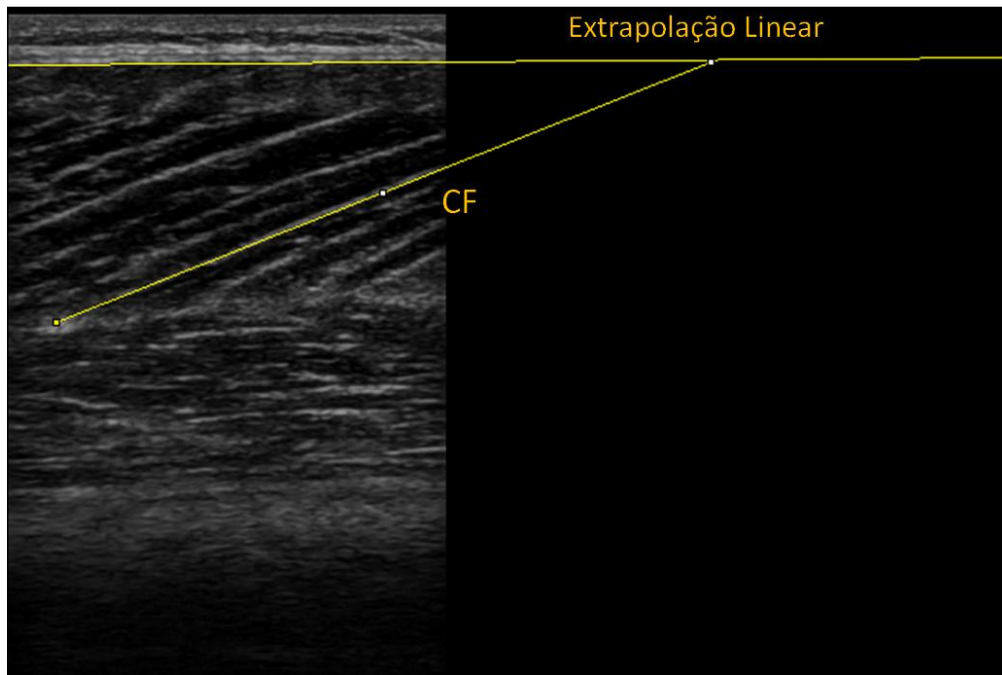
Imagem representativa do comprimento do fascículo do vasto lateral (VL) mensurada por ultrassonografia e quantificada no software *ImageJ*. VI, vasto intermédio.
